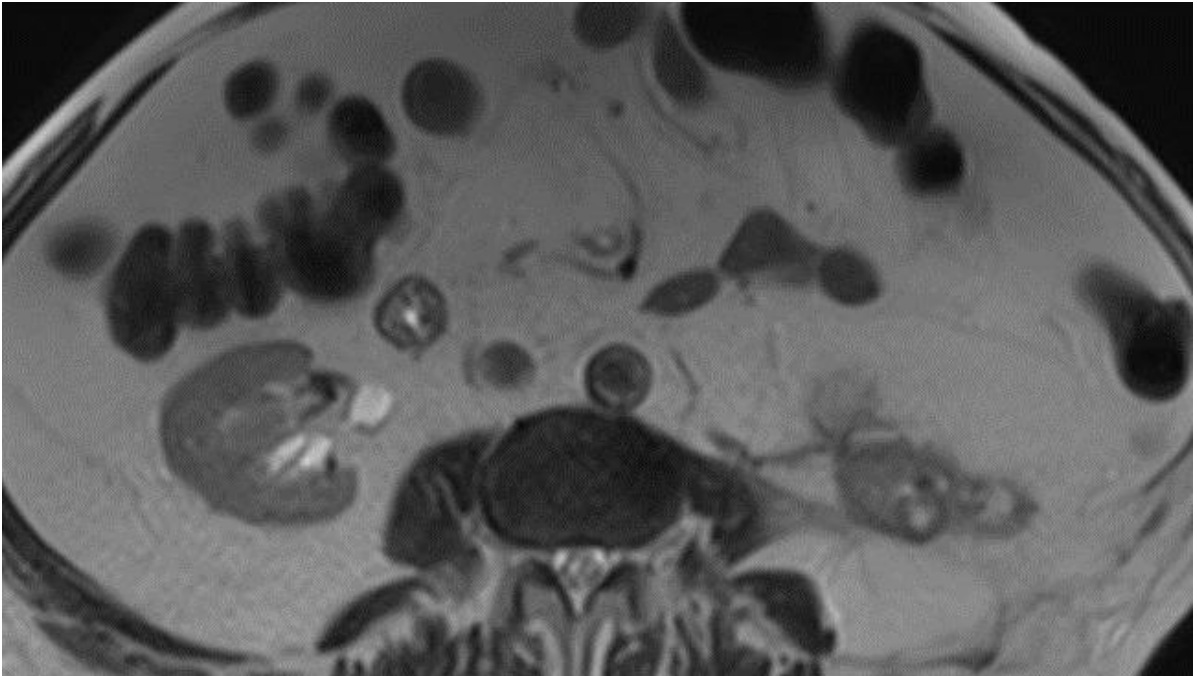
Abdomen MRI (axial section)
